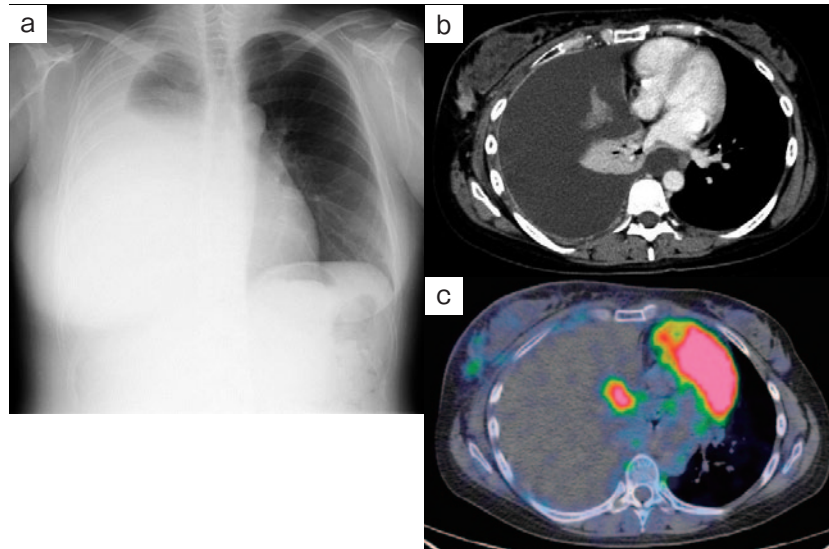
初診時胸部画像所見. (a) X線写真にて右大量胸水を認める. (b) 造影CTにて右大量胸水と右無気肺, 右胸膜の肥厚に加え, 右乳房に境界不明瞭な造影効果を認める. (c) FDG-PET/CTにて右胸膜と乳房にSUVmax 2.8~3.8, 右肺中葉にSUVmax 8.0のFDG集積を認める.
